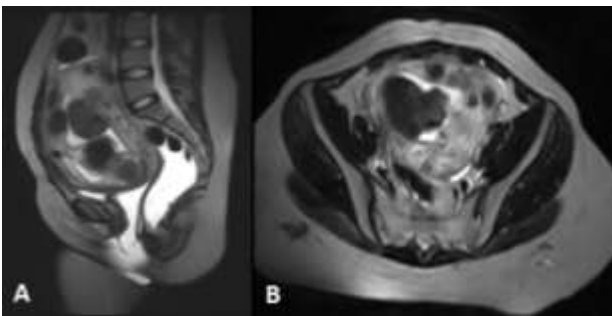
IRM du pelvis en coupes sagittale (A) et axiale (B) en EST2 présentant des fibromes sous muqueux dont un postérieur intra cavitaire mieux visible sur la coupe axiale.
